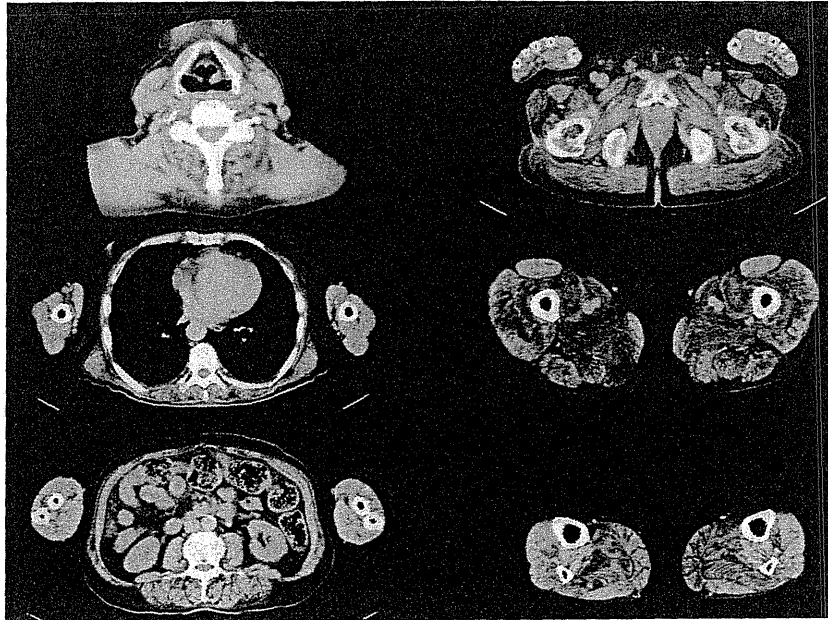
Muscle CT scan images.
